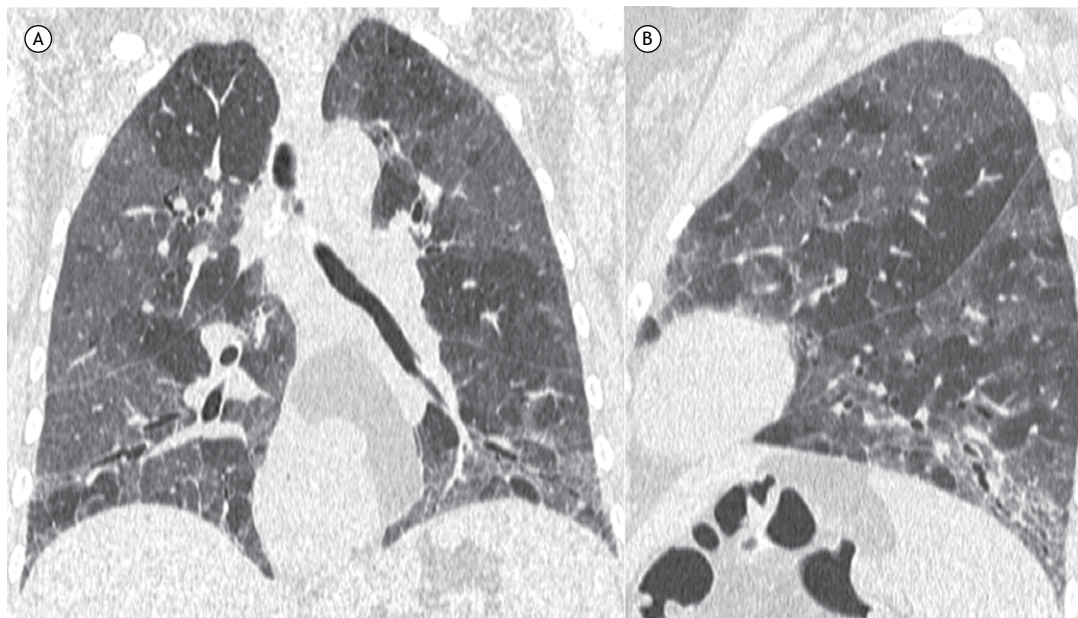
TC de tórax com reconstruções coronal (em A) e sagital (em B) mostrando áreas de diferentes atenuações no parênquima pulmonar. Os cortes em expiração (não mostrados) evidenciaram aprisionamento aéreo. Observar também opacidades reticulares e bronquiolectasias nas bases pulmonares.
